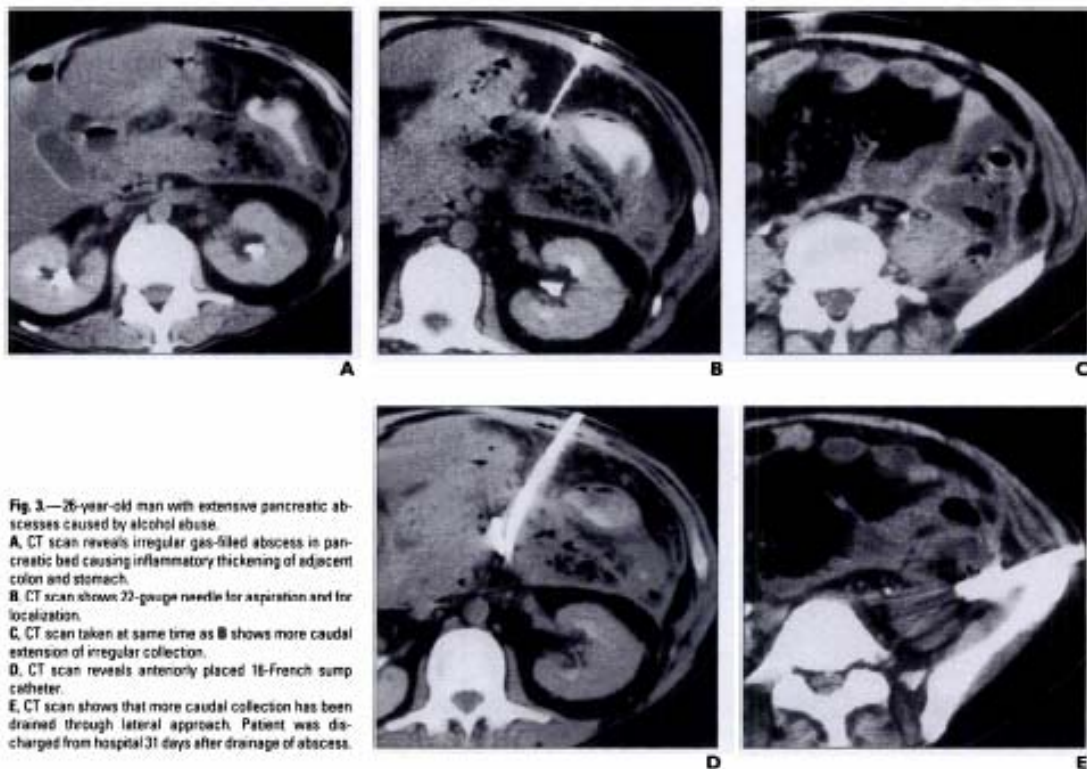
Imagens de TC mostrando drenagem percutânea com abordagem anterior e lateral de abscessos pancreáticos múltiplos (Retirado de vanSonnenberg et al. 1997)
